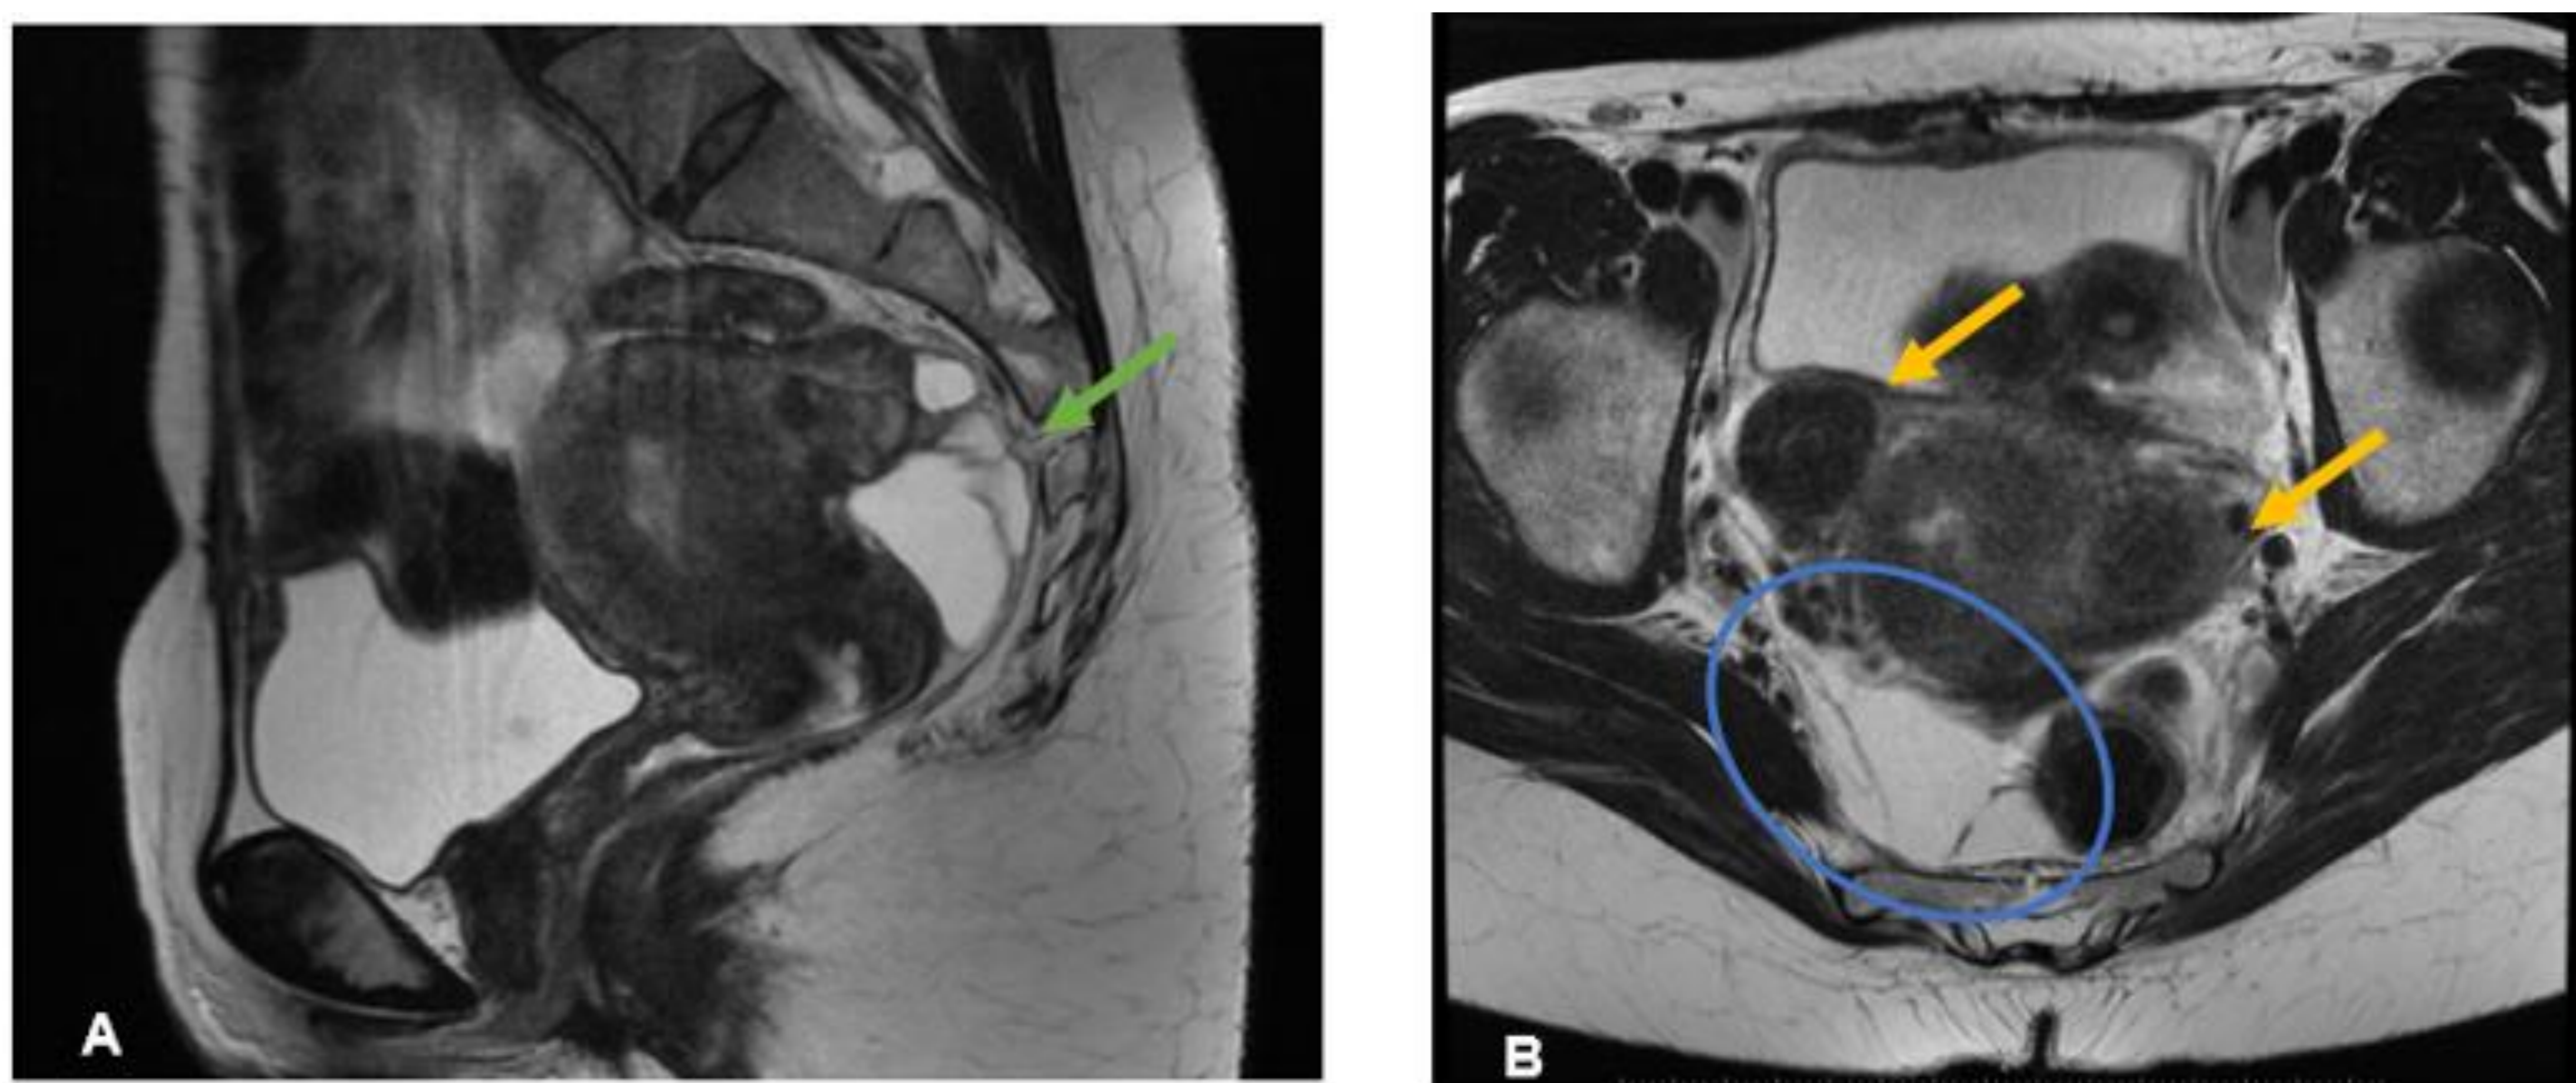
Quiste de inclusión peritoneal en paciente con antecedentes de endometriosis (RM potenciada en T2). A) Lesión de características quísticas con algún tabique en su interior posterior al cuerpo uterino (flecha verde). B) La misma lesión en plano sagital mostrando los tabiques (círculo azul), así como las trompas dilatadas con contenido hemático (hematosalpinx, flechas amarillas)
